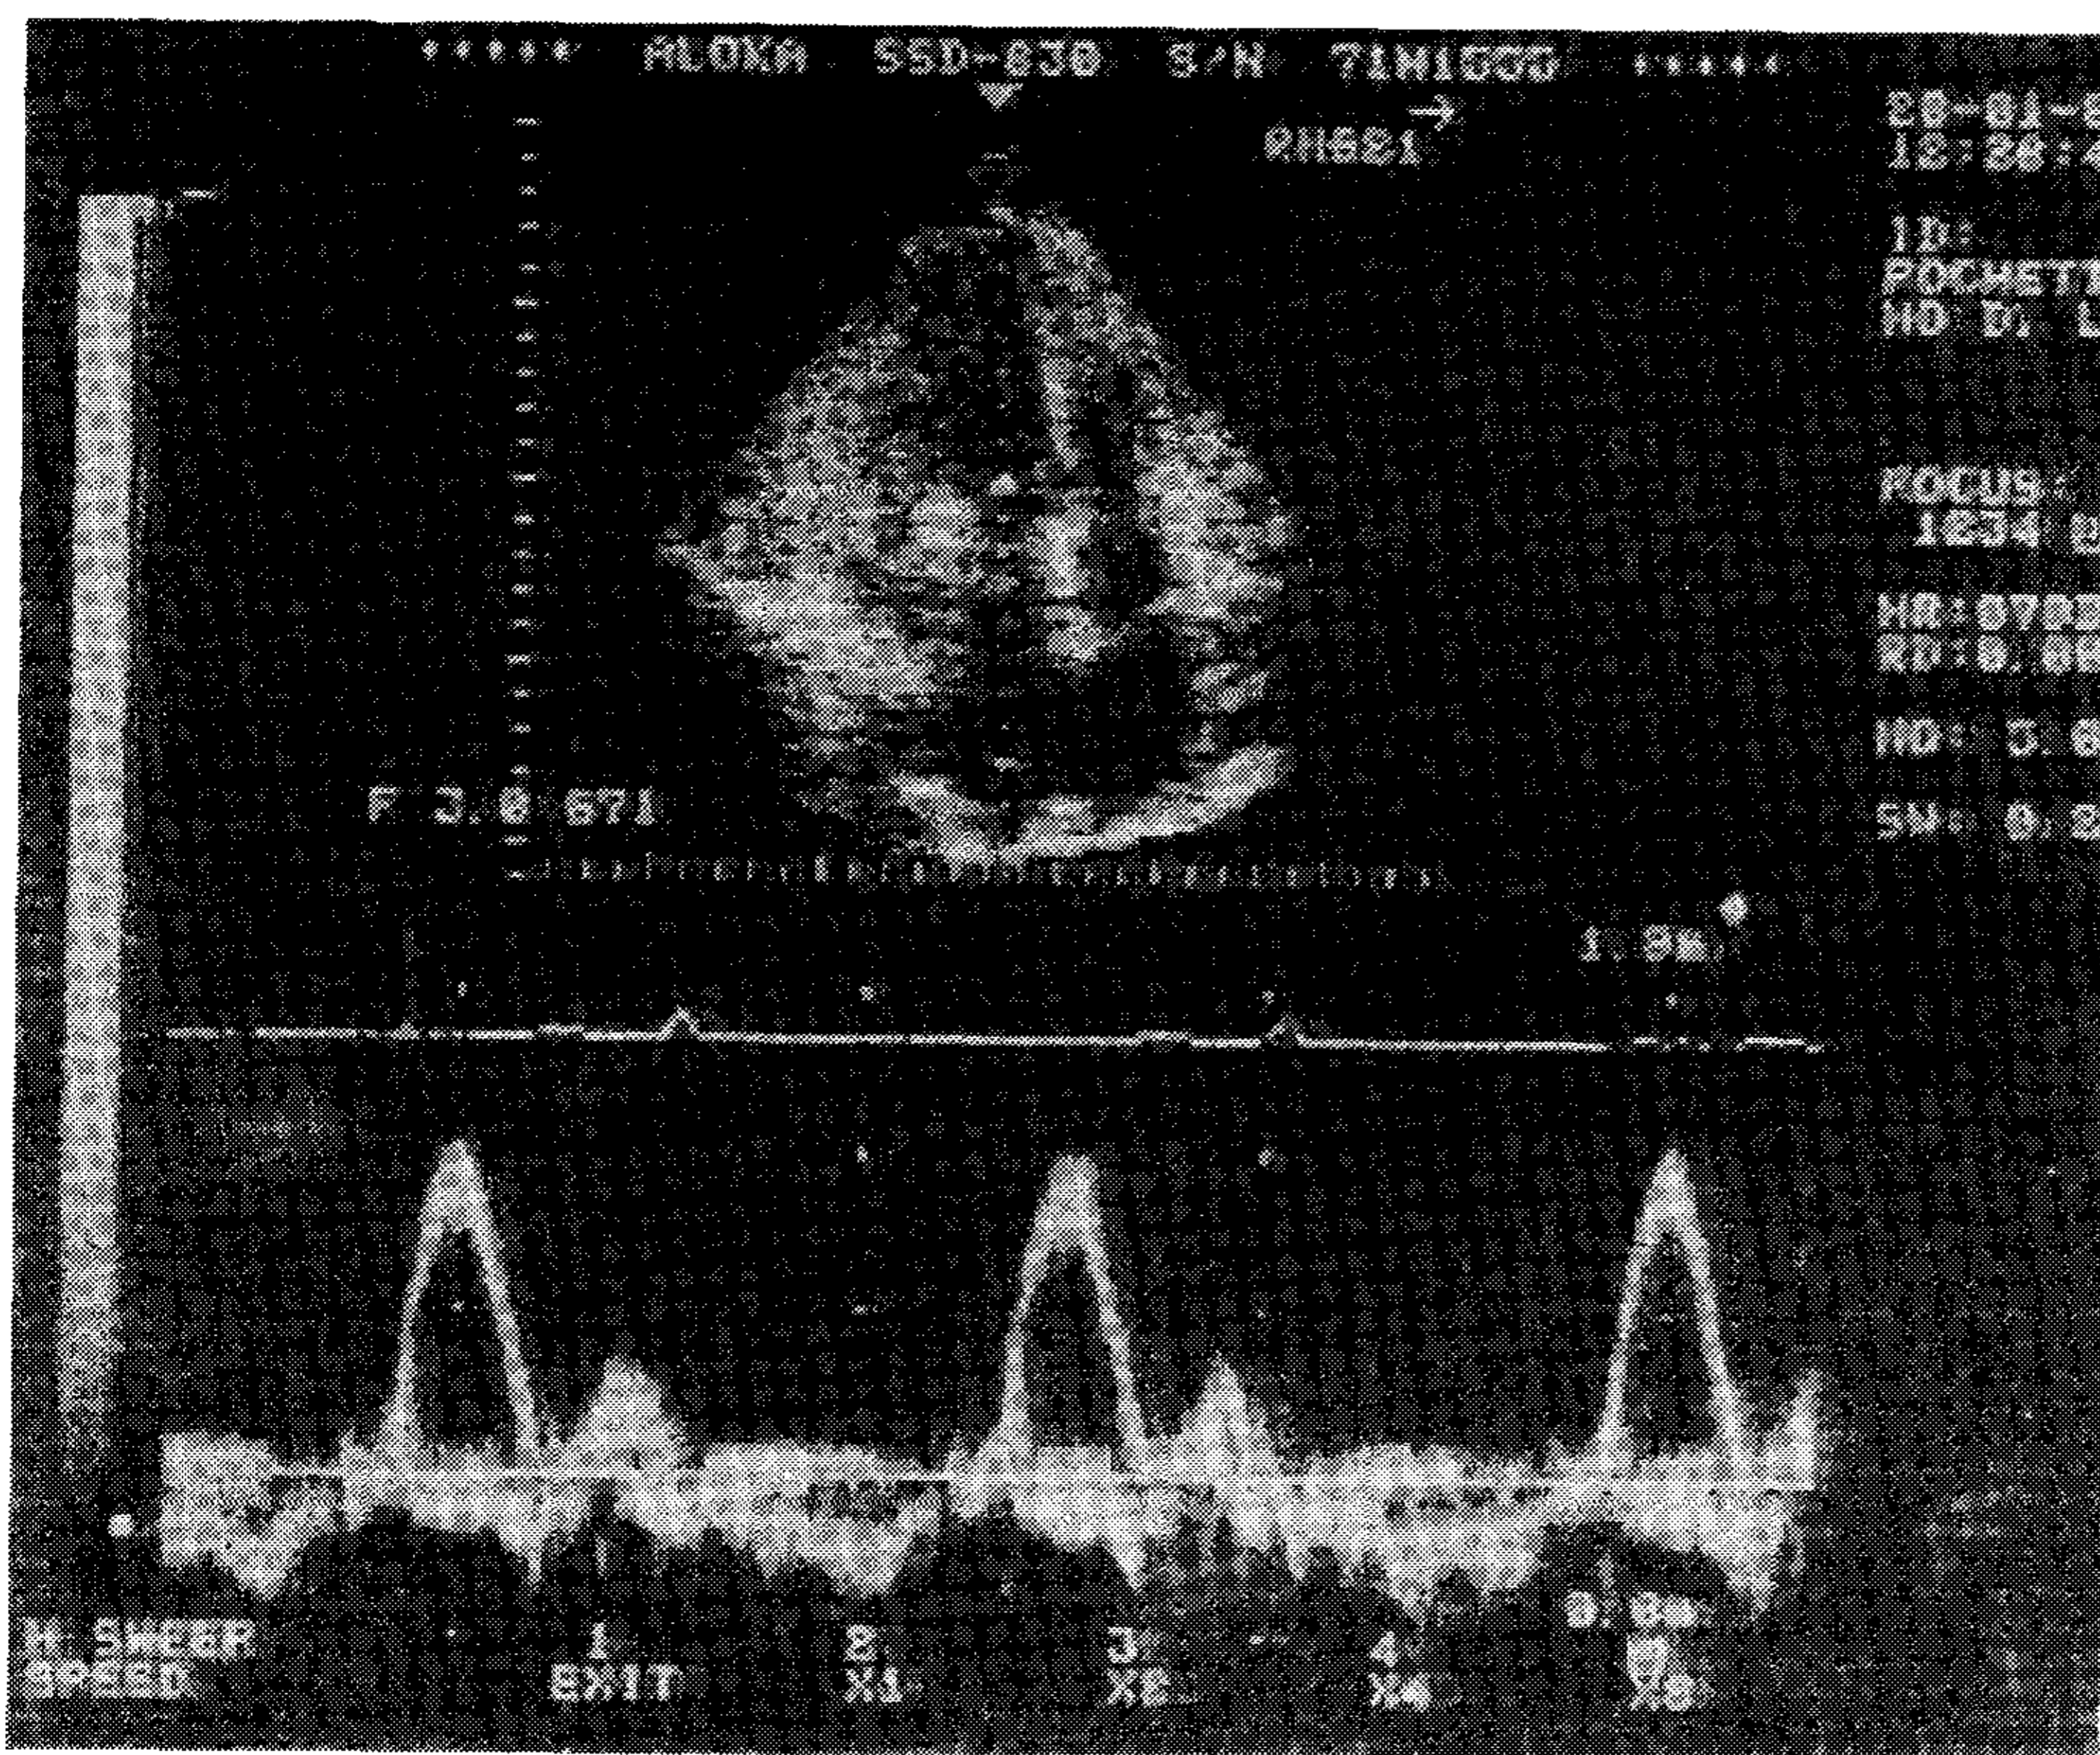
Estudio eco Doppler pulsado obtenido de imagen de cuatro cámaras apicales colocando el volumen de la muestra a nivel del orificio mitral. Las ondas E tienen amplitud aumentada, mientras que las ondas A disminuidas, con su relación aumentada, configurando patente restrictiva.
